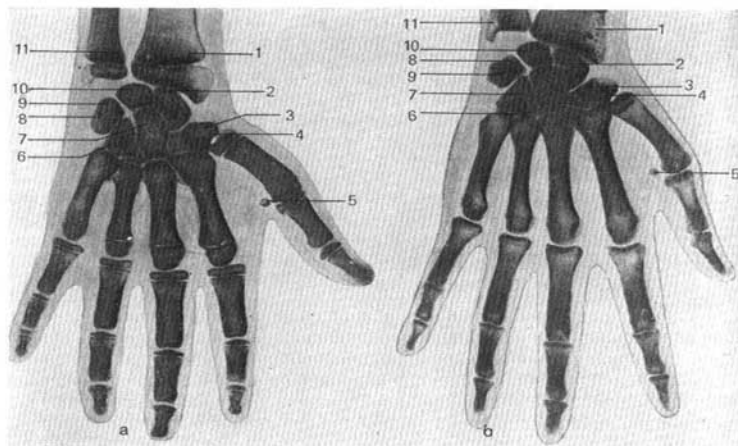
Radiografía de la mano.
